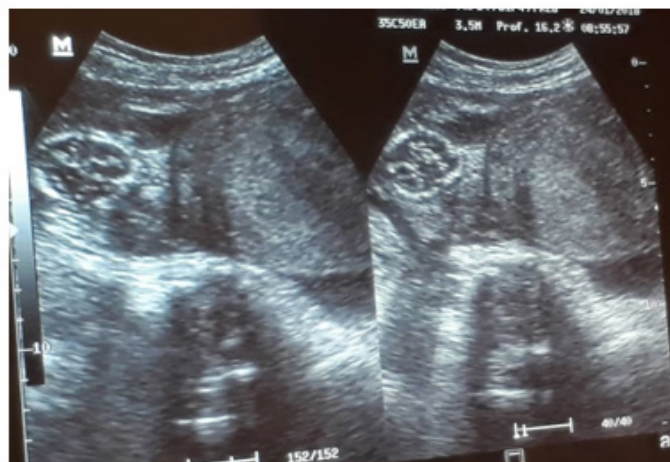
Grossesse extra utérine à l'échographie mettant en évidence un sac gestationnel ectopique latéro-utérin droit avec utérus vide.
